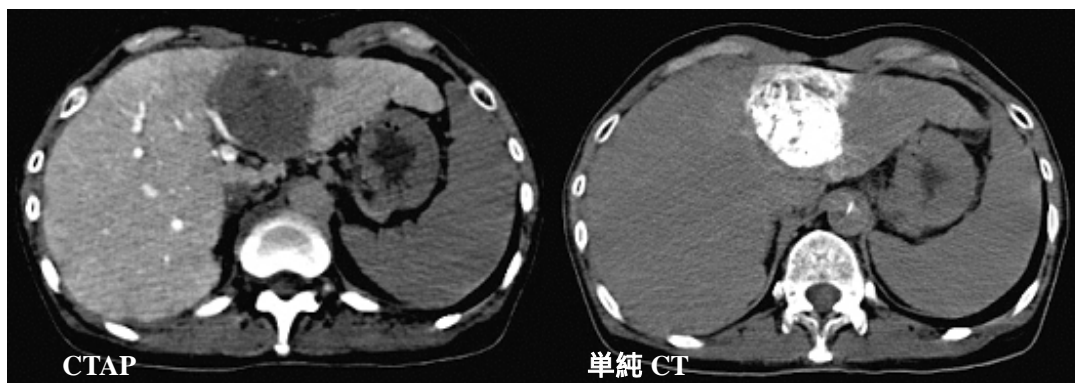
TAE (S3) 前後の CT 像
